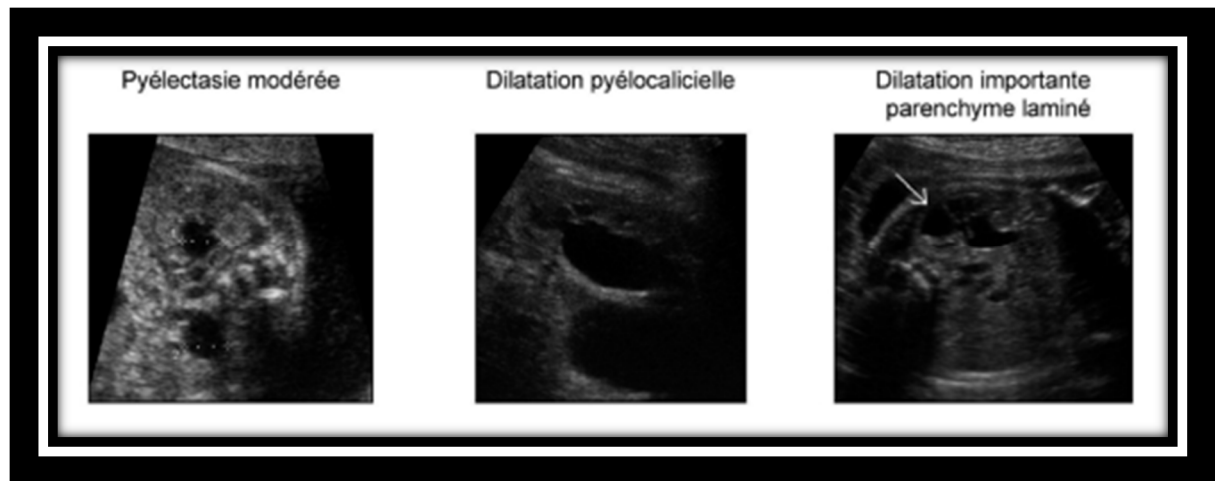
Images échographiques anténatales montrant les stades de dilatation des cavités secondaires à une obstruction⁹⁴
